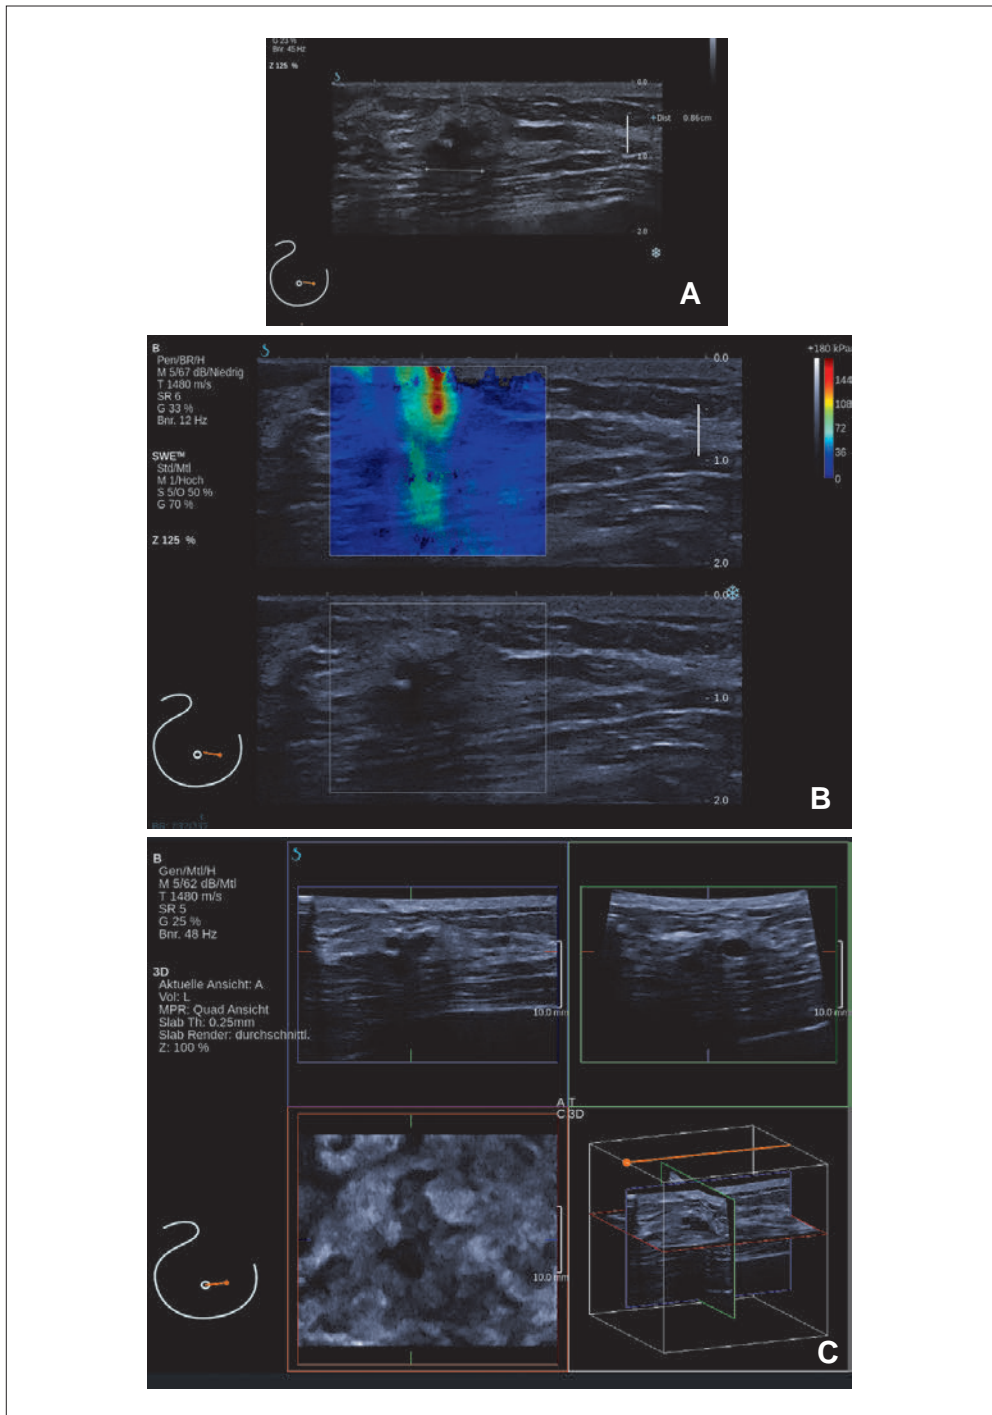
Moderner Ultraschall der Brust: (A) 2D-Sonographie. (B) 3D-Sonographie. (C) Scherwellenelastographie.
